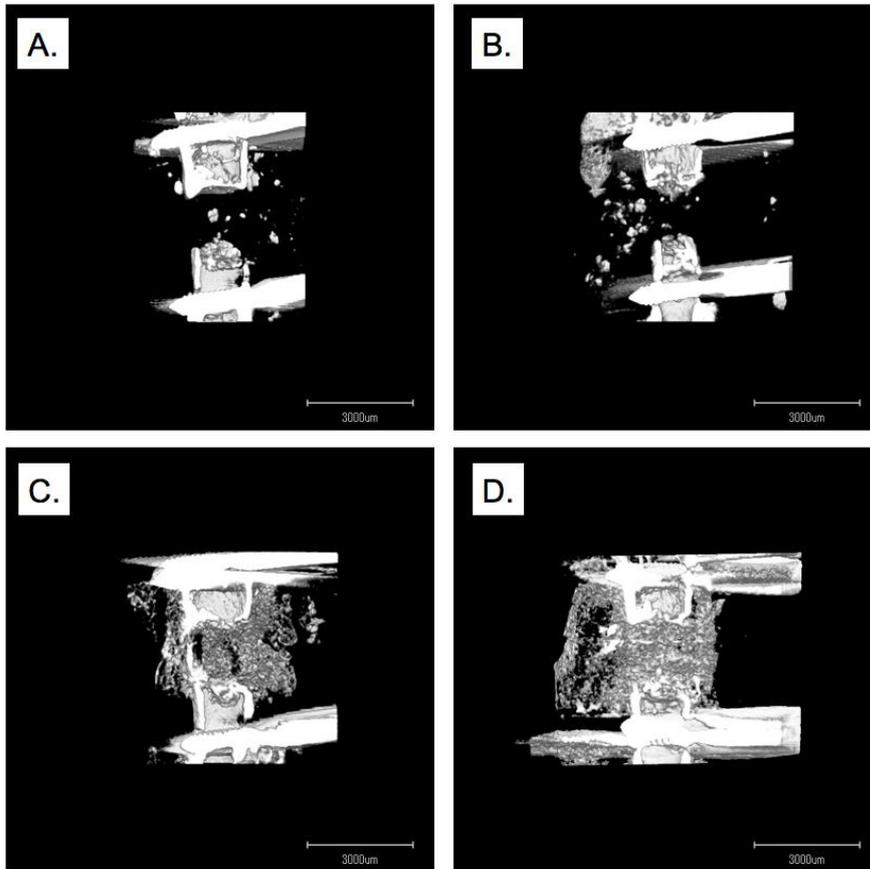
マウス骨欠損モデルにおける骨欠損部の μ CT 像
